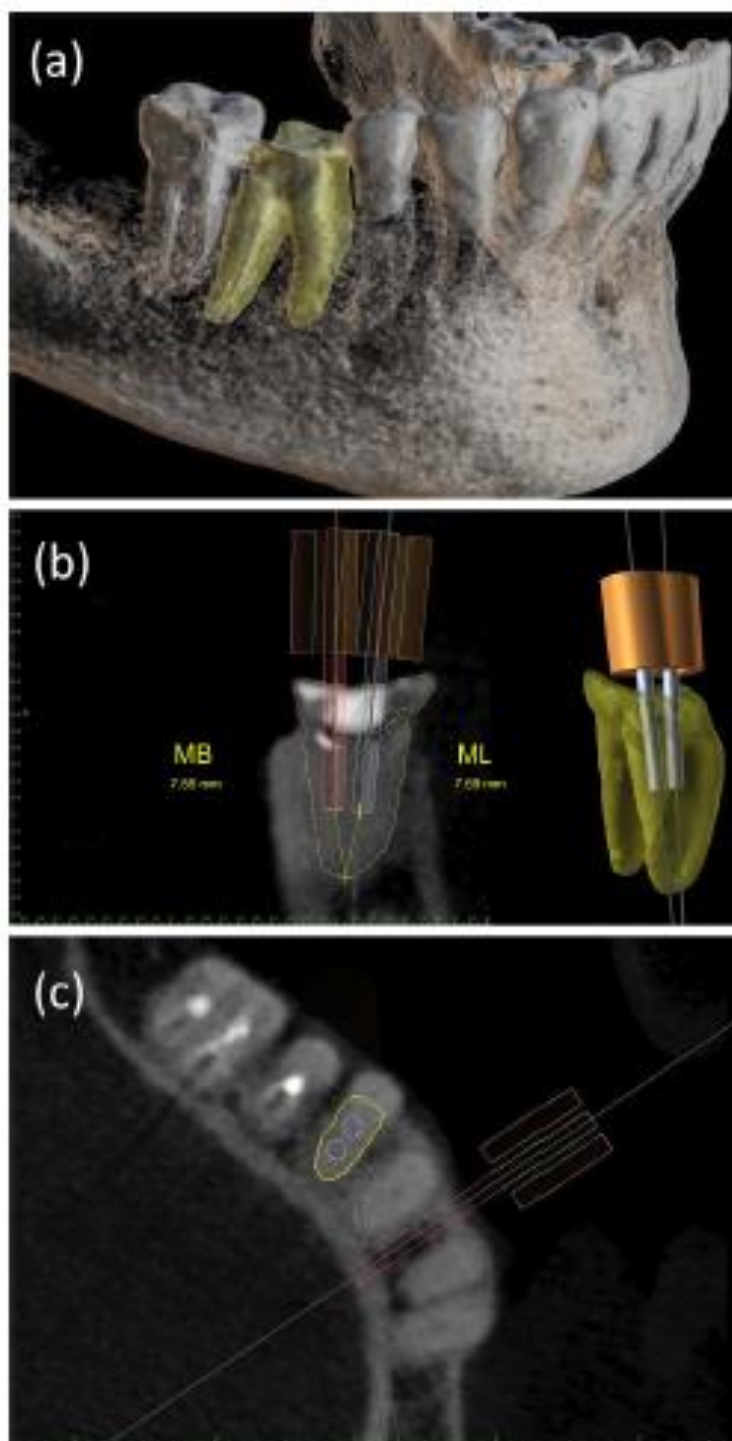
Os dados DICOM são segmentados em um arquivo STL para a reconstrução tridimensional da mandíbula; o primeiro molar inferior com calcificação distrófica está em amarelo (a). A imagem de CBCT mostra uma vista buco lingual da raiz mesial obliterada com as brocas virtuais e as respectivas guias virtuais posicionadas no caminho de acesso (b). MB é o canal mesiobucal, e ML é o canal mesiolingual, respectivamente. A imagem também mostra um
